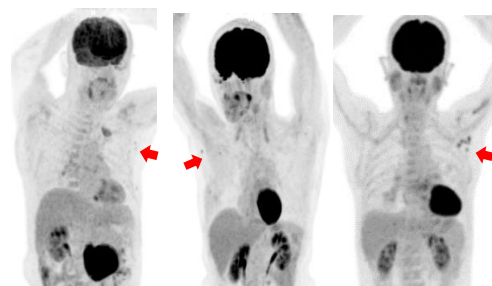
SUV1.67 – Grade1（左） SUV2.3 – Grade2（中） SUV4.4 – Grade3（右）
